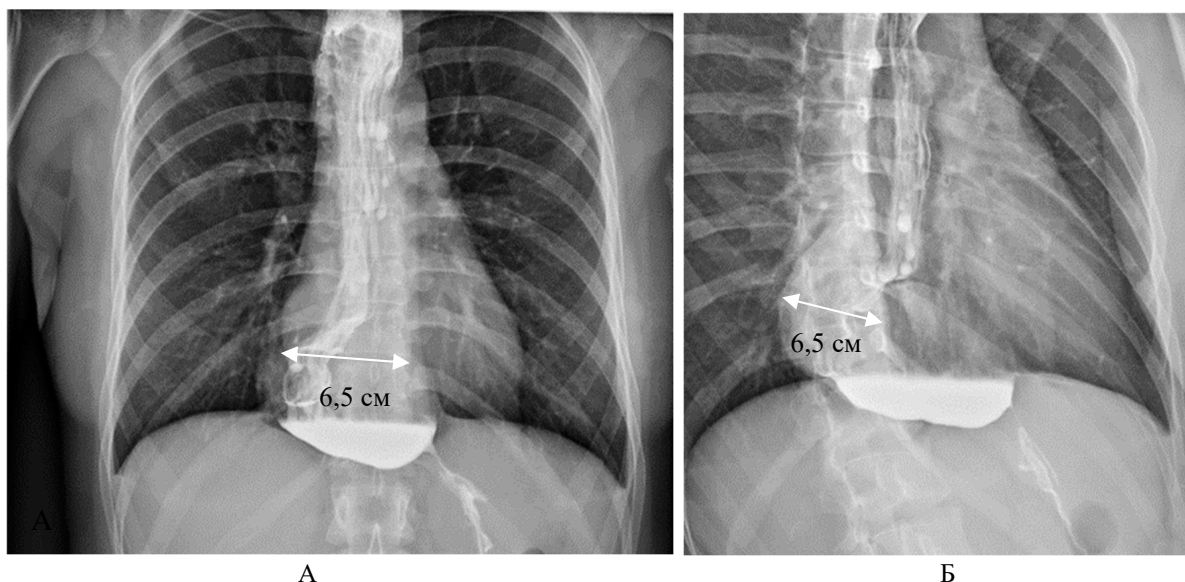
Больная Т. Рентгеноскопия расширенного пищевода: А — проекция спереди; Б — проекция сбоку
